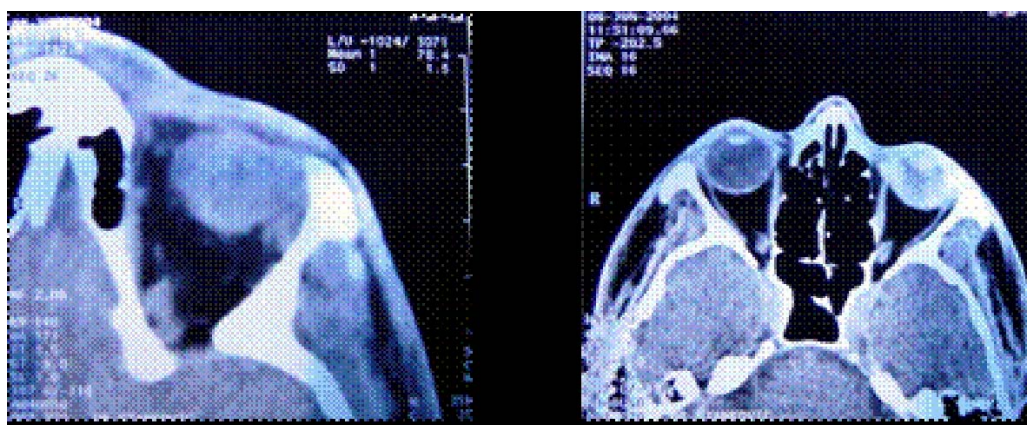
Computerized tomography of the orbit after polychemotherapy
